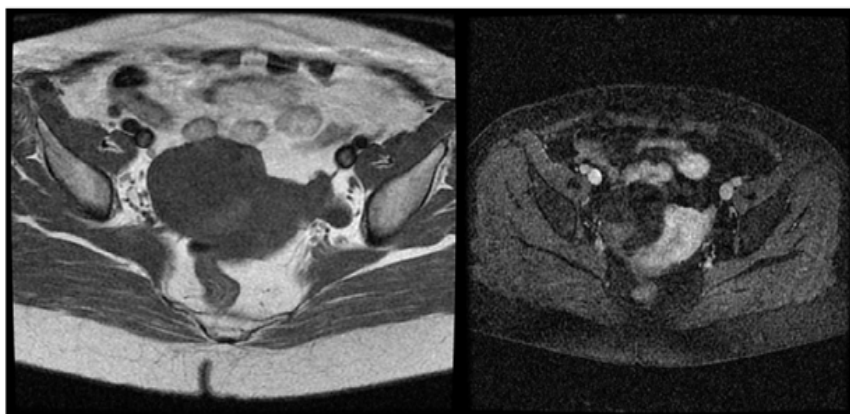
IRM coupe axiale : formation Kystique multiloculaire latéro-utérine droite.
